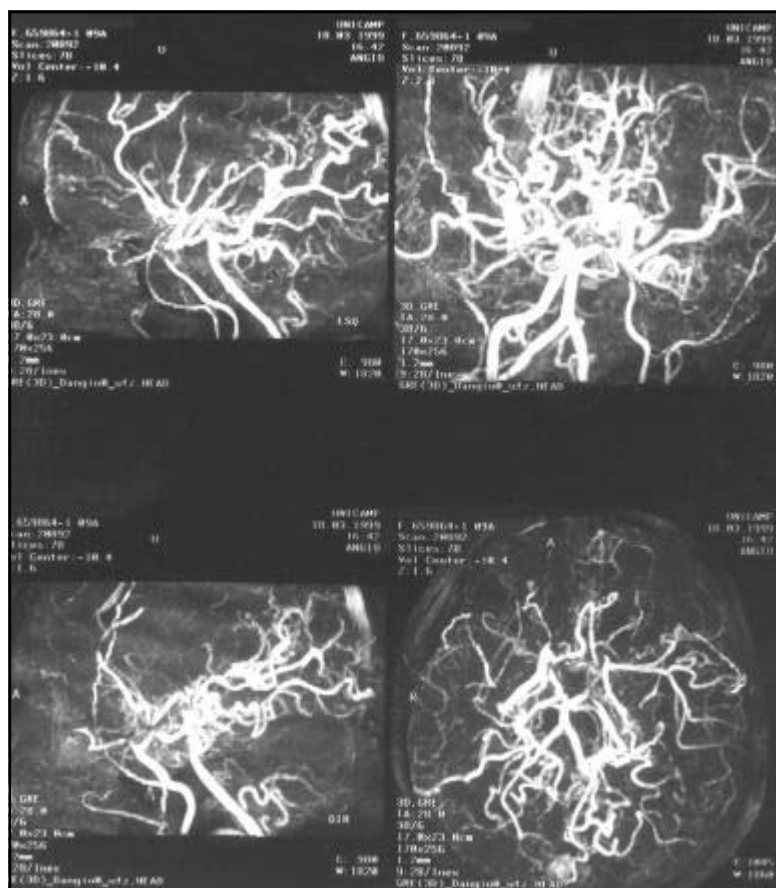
Angiorressonância magnética cerebral: arteriopatia do tipo "moyamoya", estágio III para IV segundo classificação de Suzuki & Takaku.
